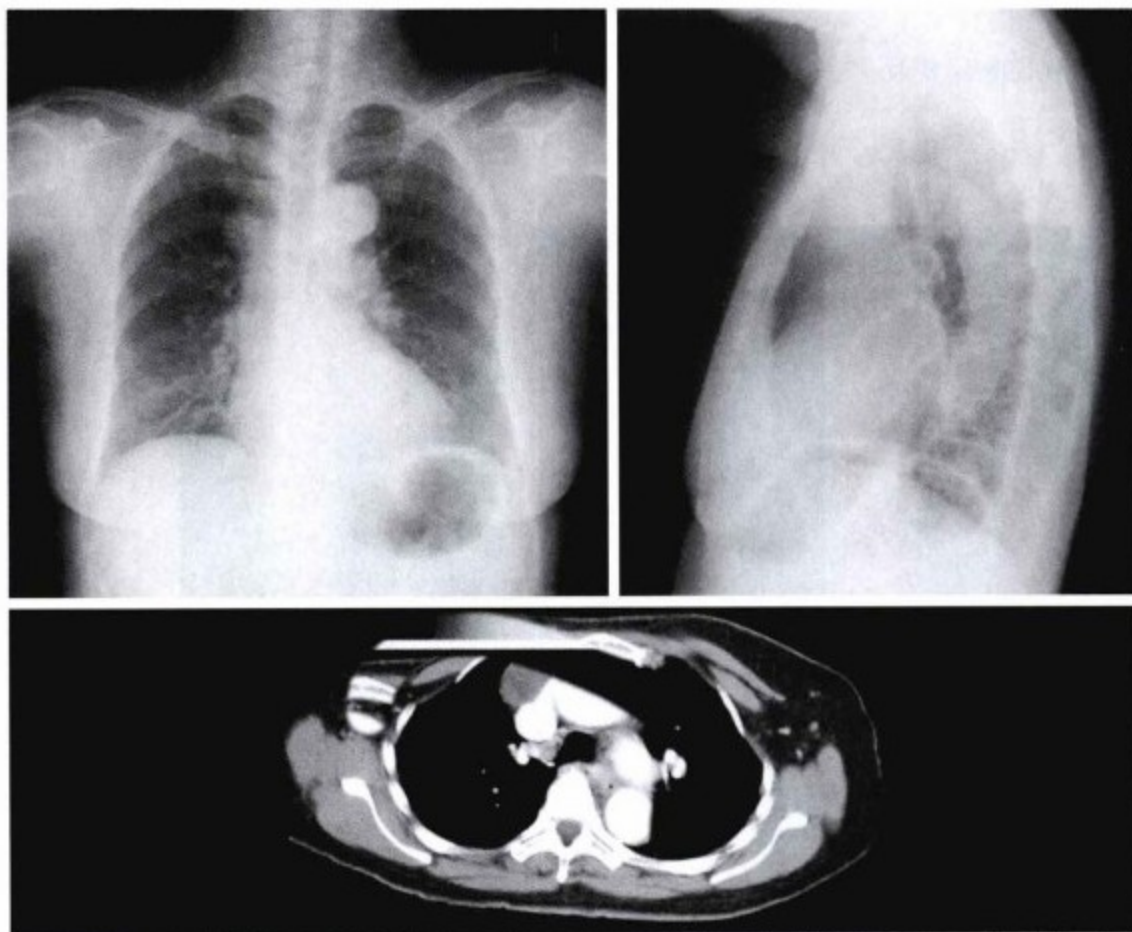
上图,胸片:除了心脏中度增大外,心包影正常。右上纵隔可见圆形肿块。无胸腔积液。下图,增强CT扫描显示在无名静脉前方、无名静脉入上腔静脉水平可见圆形或三角形无强化病变。
